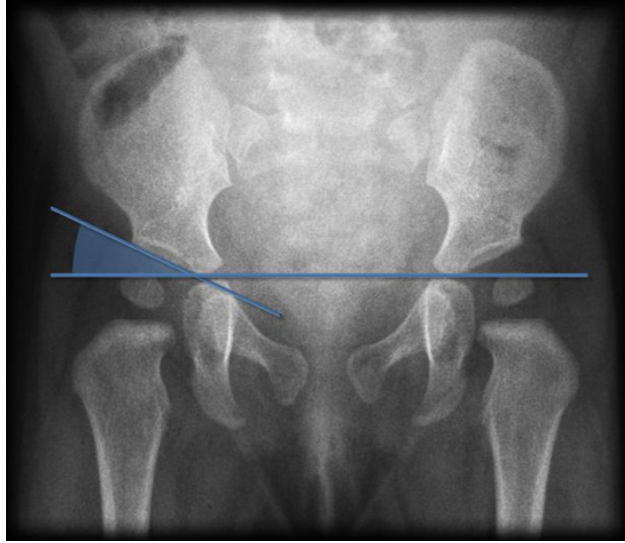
Radiografía de pelvis con Ángulo acetabular en zona achurada azul<sup>(44)</sup>
